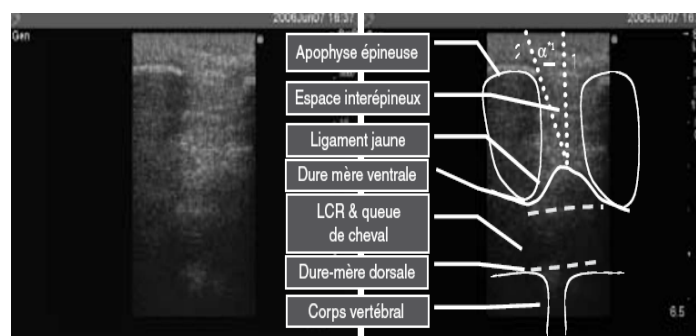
(125) Image échographique du rachis dans le plan longitudinal. Visualisation du trajet de l'aiguille et des structures adjacentes.
